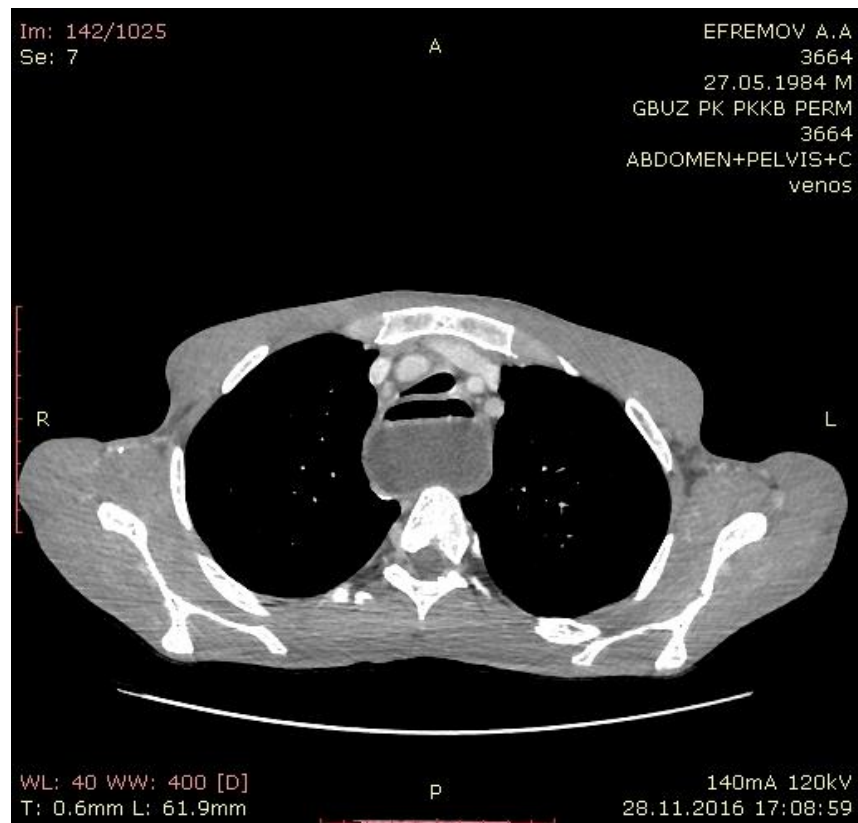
КТ органов грудной клетки. Венозная фаза. Б-ной Е., 30 лет. В задне-нижнем средостении имеется кистозное образование с уровнем жидкости и газа.
